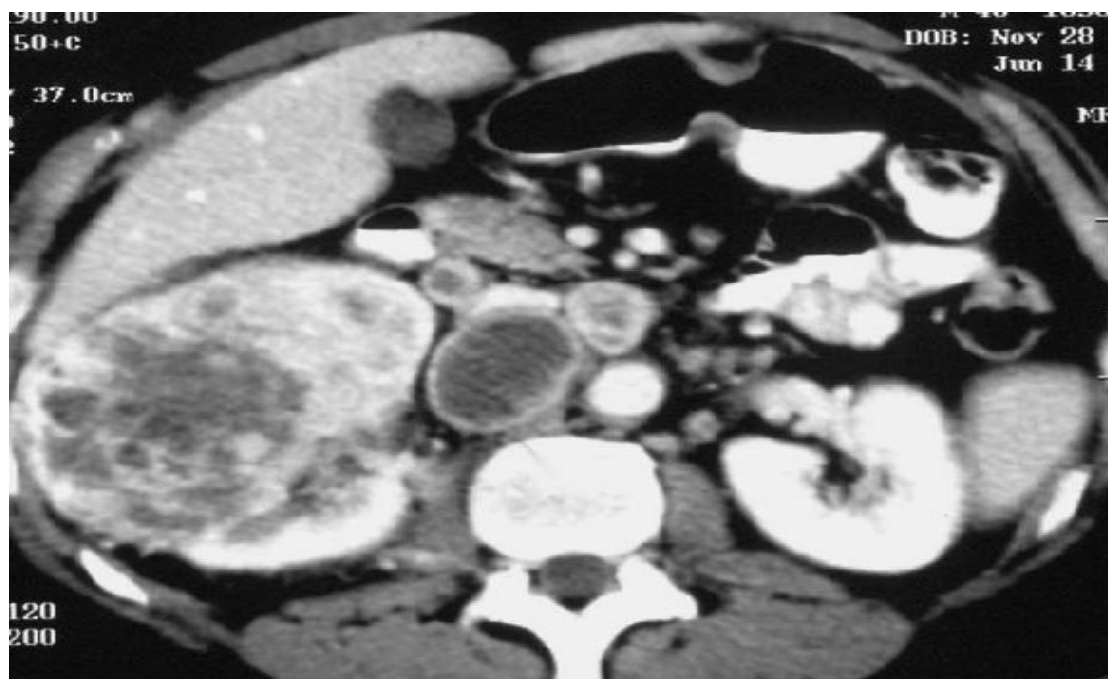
aspect TDM d'un CCR droit nécrotique associé à de multiples ganglions pararénaux envahis avec des zones de nécroses dedans;la VCI est comprimée mais sans thrombus visible ;(17).
